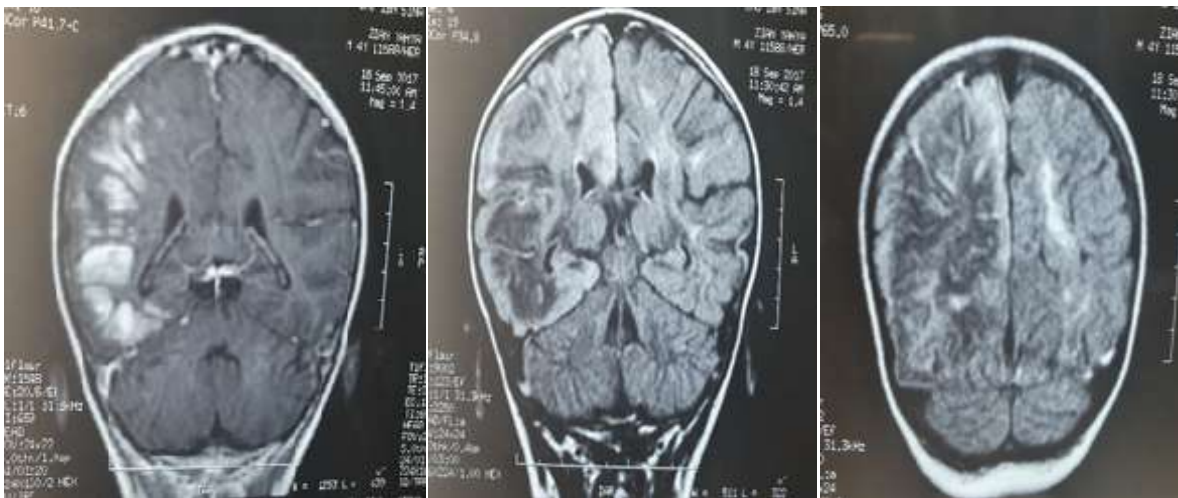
IRM cérébrale chez un enfant âgé de 4ans, admis pour crise convulsive fébrile hémicorporelle sur méningo-encéphalite herpétique : aspect en faveur d'une nécrose laminaire hémisphérique droite.
